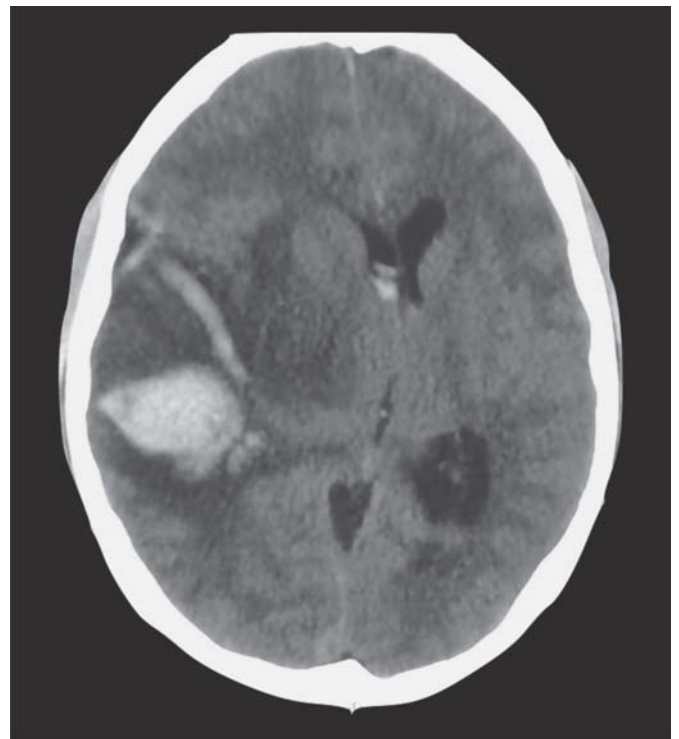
Tomografía axial computada de cráneo simple que muestra zona hiperdensa en lóbulos parietal y temporal derechos con halo hipodenso, colapso del sistema ventricular supratentorial ipsilateral y desplazamiento de la línea media.
